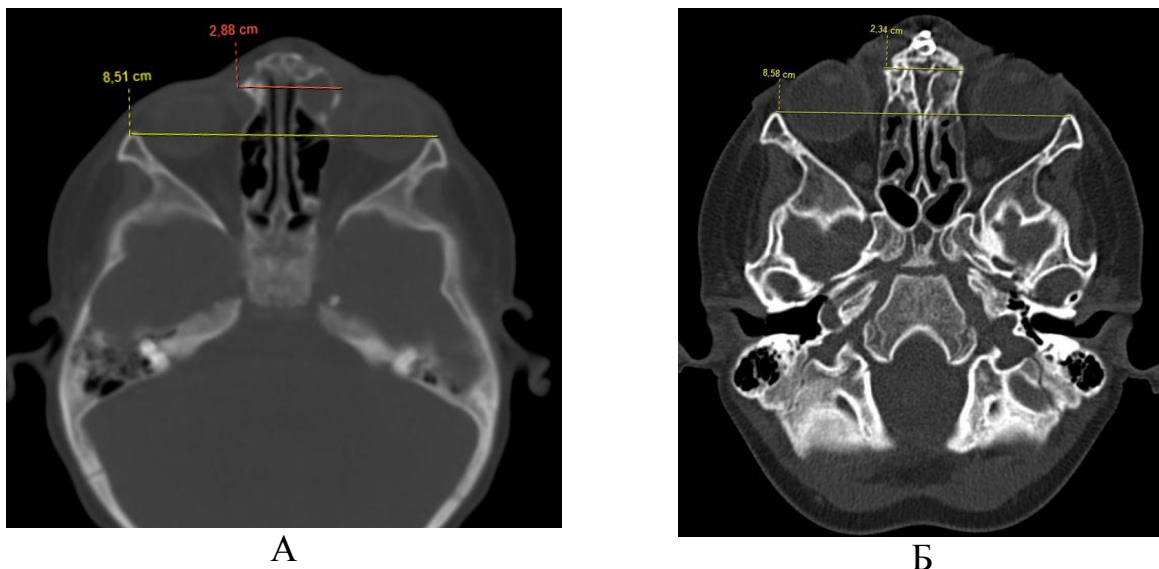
Пациент Я-в, 2 года. Изображение КТ черепа пациента с фронто-орбитальной черепно-мозговой грыжей. А – на аксиальном срезе КТ до операции: переднее межорбитальное и латеральное межорбитальное расстояния; Б – тот же пациент через 1 год после оперативного вмешательства, линиями обозначены размеры по тем же анатомическим ориентирам
